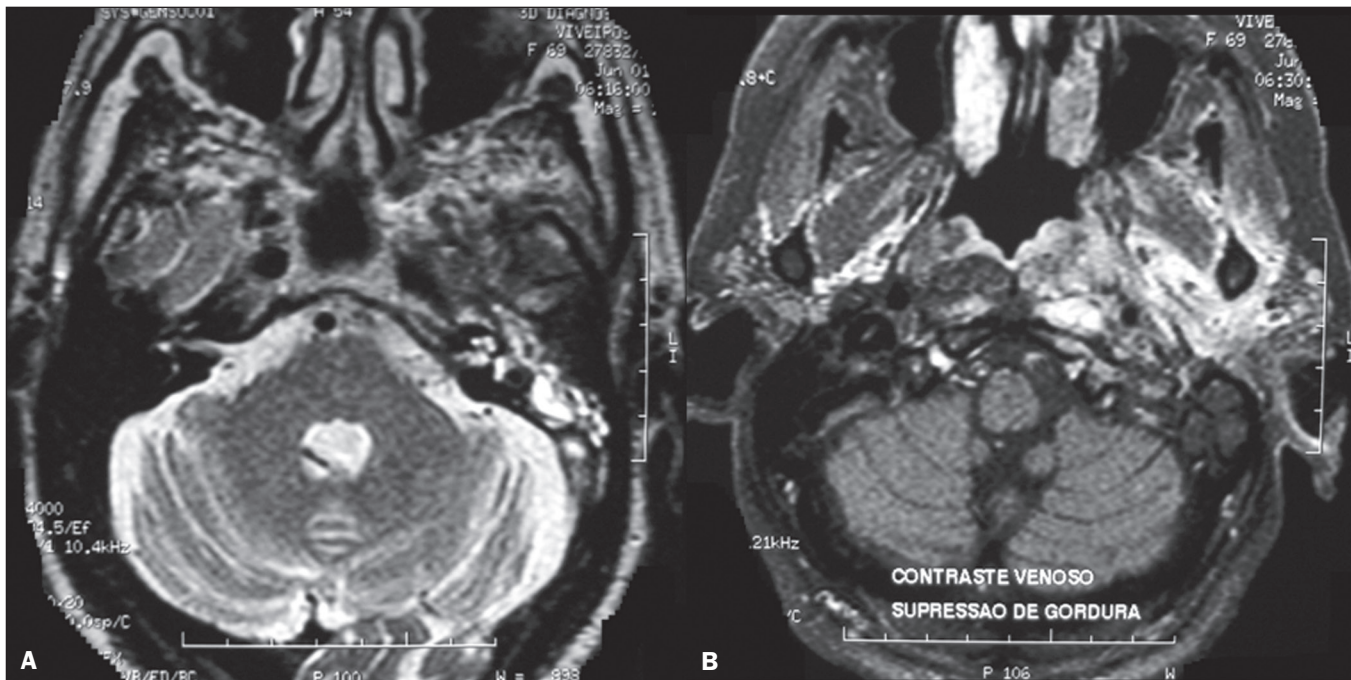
Otomastoidite por *Pseudomonas aeruginosa* em paciente com mau controle glicêmico. A: RM, sequência T2, corte axial demonstrando otomastoidite à esquerda com acentuado comprometimento do labirinto ipsilateral. B: RM, sequência T1, corte axial pós-contraste do mesmo paciente. Observar o acometimento extenso, estendendo-se inclusive para o espaço mastigatório.
